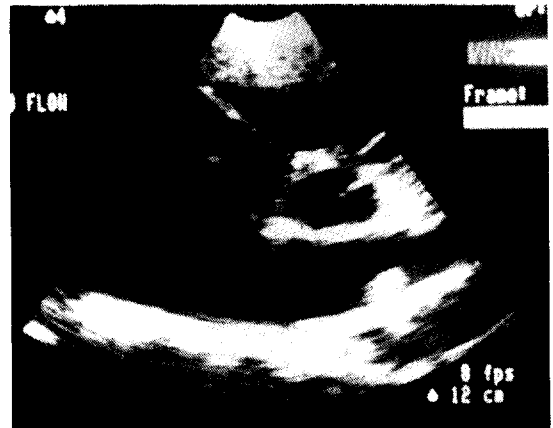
The color Doppler view shows round shaped aorta at the center, under the aorta LA and CS are combined and make two flows, the above flow is drained to RA via the secundum type ASD, the left flow is drained to RA via CS.
